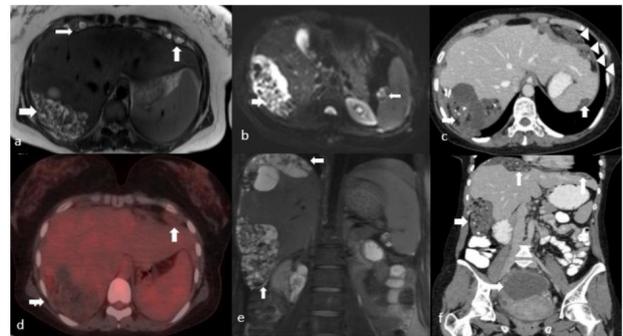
(a-f): Imaging studies (contrast enhanced computerized tomography, magnetic resonance, positron emission tomography (May 2020, February 2020, February 2020 respectively)) from preoperative evaluation a) Axial T2W image shows heterogeneous, hyperintense, mixed lesions with solid and cystic areas adjacent to the posterior segment of the right lobe of the liver and adjacent to the anterior of the right and left liver lobes (white arrows) b) DWI-MRI image shows hyperintense lesions in the right upper quadrant and splenic hilum due to solid components (white arrow) c) Axial contrast enhanced CT image which is obtained two months later, shows coarse macrocalcifications in the lesion located in the right upper quadrant (white arrow), also new left diafragmatic lesion and peritoneal lesions are seen in this image (white arrow and arrowheads) d) Axial PET-CT image shows no FDG uptake e) Coronal fat-sat T2W image shows the lesion in the right upper quadrant extended through the right paracolic area (white arrows) f) Coronal contrast enhanced CT image shows both upper abdominal lesions and a right ovarian thick walled, hypodense lesion in the lower abdomen (white arrows).
